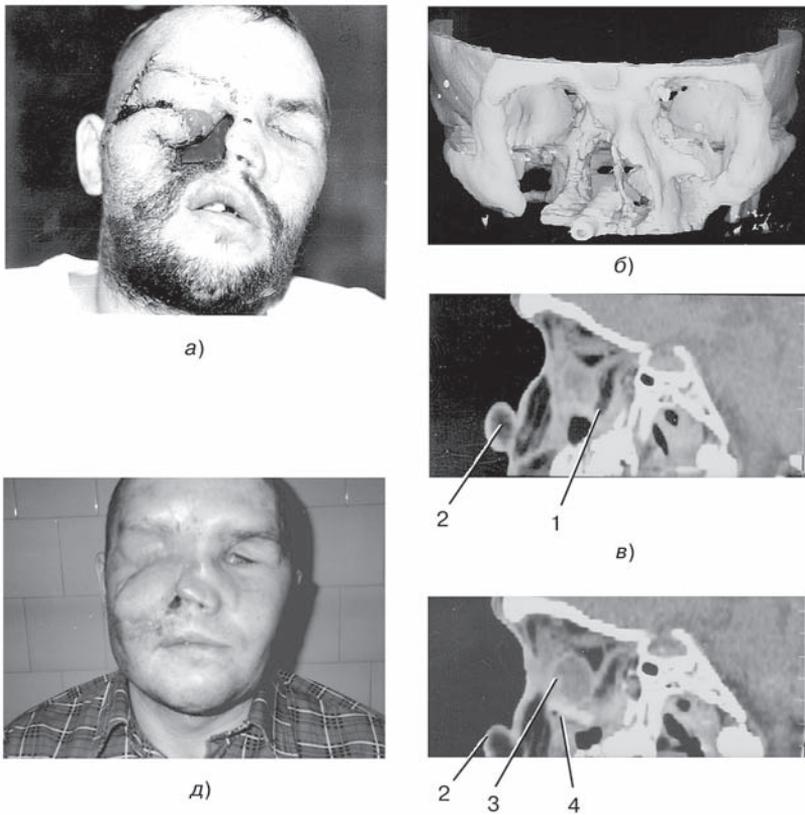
Фотографии (а, д), компьютерная томограмма правой глазницы в аксиальной проекции (в, з) и объемное трехмерное изображение (реконструкция по программе «3D») средней зоны лицевого скелета (б) пострадавшего П. после сочетанно-комбинированного термомеханического поражения глаз крайне тяжелой степени, ЛОР-органов и челюстно-лицевой области средней степени тяжести. Фотография (а): обширный дефект мягких тканей и костей в области век, глазницы, носа, околоносовых пазух и верхней челюсти справа, передний отрезок правого глазного яблока после выполненных ранее по неотложным показаниям керато- и кератосклеропластики («скорлупкой») закрыт кожным лоскутом, перемещенным с височной области. Нижняя часть глазного яблока покрыта частично сохранившейся конъюнктивой и слизистой оболочкой околоносовых пазух. Объемное трехмерное изображение (б): отсутствие нижней и дефект костей внутренней стенок глазницы, носа и околоносовых пазух (верхнечелюстной, решетчатой). Компьютерная томограмма глазницы (в): глазное яблоко дислоцировано и развернуто передним отрезком книзу, фиксировано грубой фиброзной спайкой (1). Срез филатовского стебля (2). Компьютерная томограмма глазницы после операции (з): глазное яблоко поднято и развернуто передним отрезком прямо (3 — хрусталик). Нижняя стенка глазницы сформирована имплантатом из деминерализованной кости (4). Срез основания филатовского стебля (2). Фотография (д): дефекты мягких тканей справа закрыты пластикой местными тканями и филатовским стеблем. Сужение глазной щели и энофтальм слева вследствие атрофии глазного яблока.
